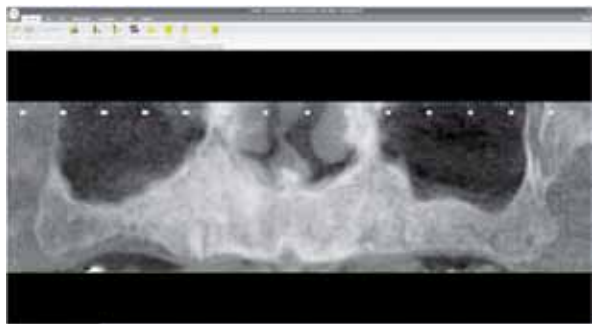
TAC del paciente en software Galimplant 3D exacto.
